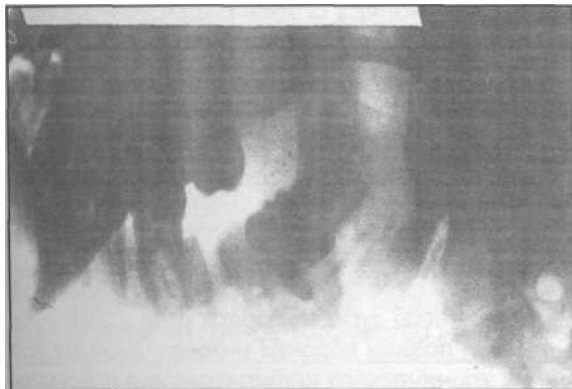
Боковая рентгенограмма нижней челюсти. Положение в челюсти полуретенированного зуба.
